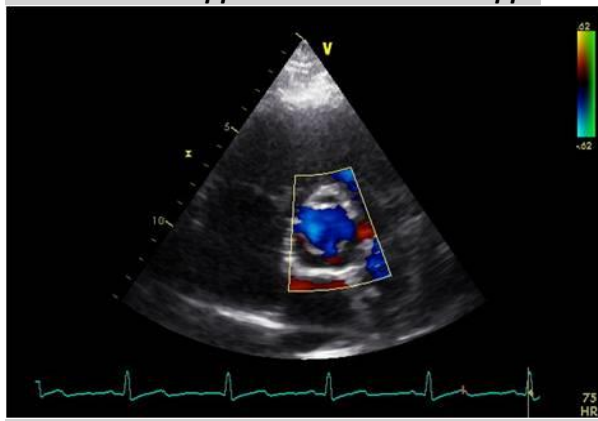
Farbdoppler in Höhe Aortenklappe
